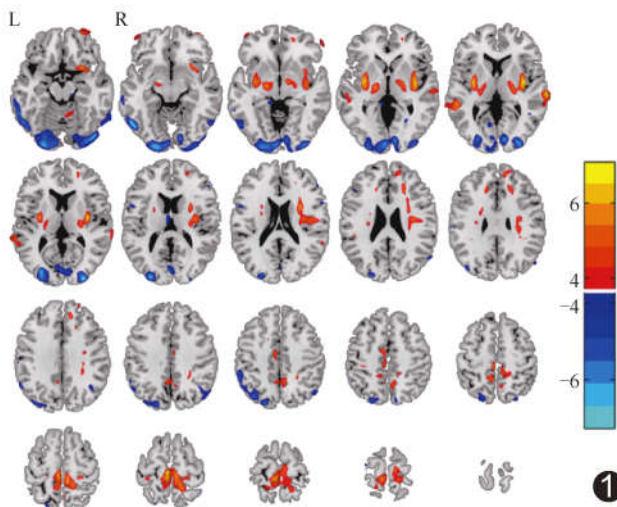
PD 组 SUVR 较对照组升高(暖色)及降低(冷色)脑区分布图
